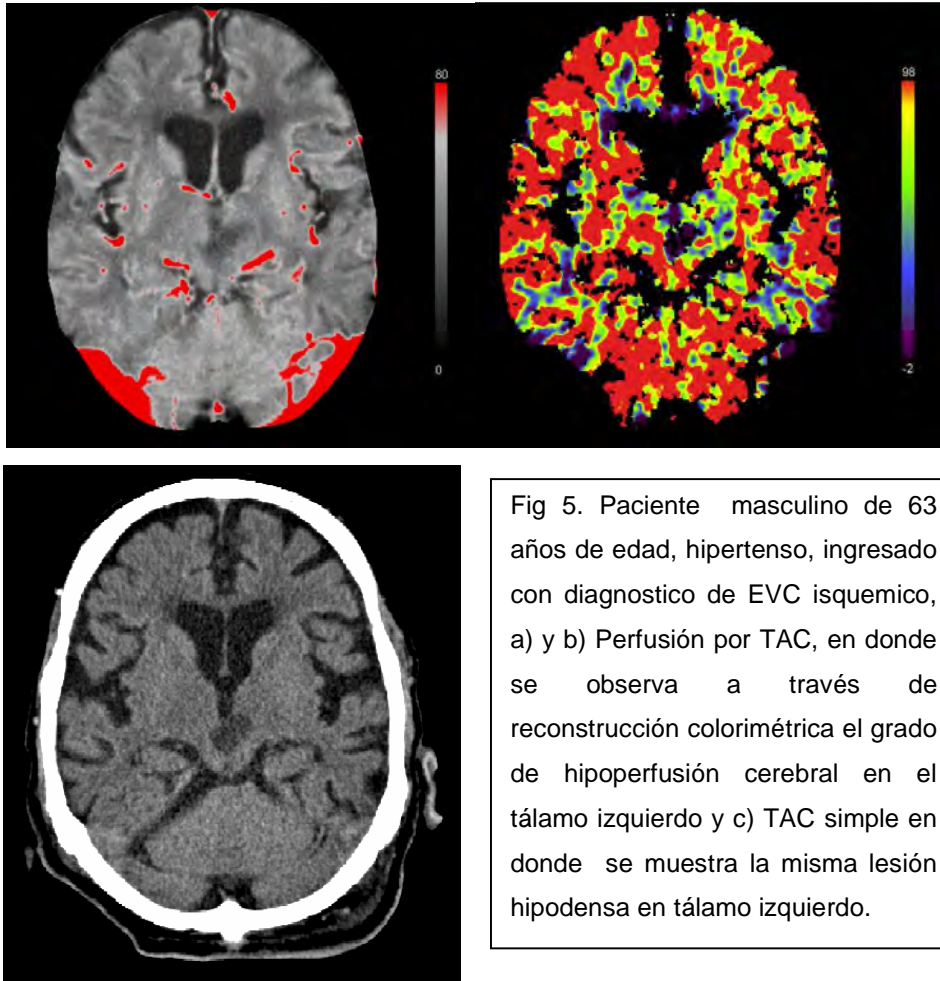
Paciente masculino de 63 años de edad, hipertenso, ingresado con diagnóstico de EVC isquémico, a) y b) Perfusión por TAC, en donde se observa a través de reconstrucción colorimétrica el grado de hipoperfusión cerebral en el tálamo izquierdo y c) TAC simple en donde se muestra la misma lesión hipodensa en tálamo izquierdo.
